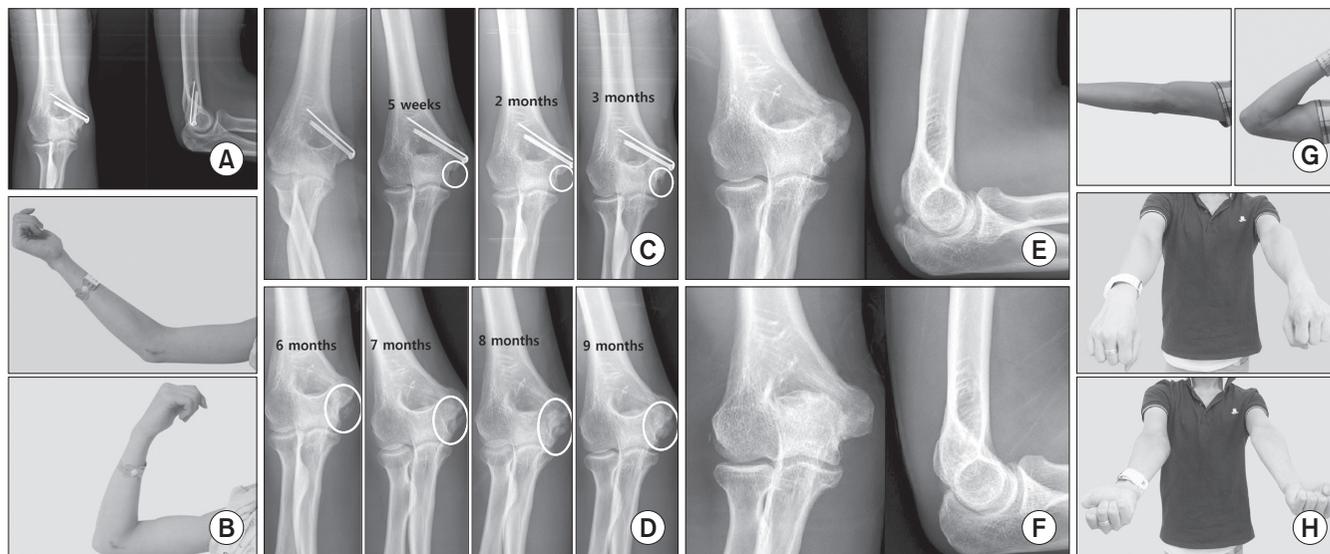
A 24-year-old male with a previous history of open reduction and internal fixation of a medial epicondylar fracture presented with a heterotopic ossification around the elbow. (A) Initially, surgical treatment was administered for the fracture of the medial humeral epicondyle. (B) Preoperatively, the patient showed a flexion contracture of approximately 50 degrees and further flexion of approximately 95 degrees at his left elbow. (C) Five weeks after the initial injury, the heterotopic ossification had emerged on the medial side and the size was gradually increased (circles). (D) Six months after the injury, x-ray images showed a heterotopic ossification at the posterior and medial side of the elbow, which was gradually increased (circles). (E) Ten months after the injury, x-ray images showed matured heterotopic ossification at the posterior and medial side of the elbow. (F) Twelve months after removal of the heterotopic ossification, follow-up x-ray images showed no evidence of recurrence of heterotopic ossification. (G) Twelve months postoperatively, the patient's range of flexion-extension motion was approximately 135 degrees, compared to 45 degrees preoperatively. (H) At 12 months after the operation, he showed an almost normal range of rotation, compared to 100 degrees preoperatively.
